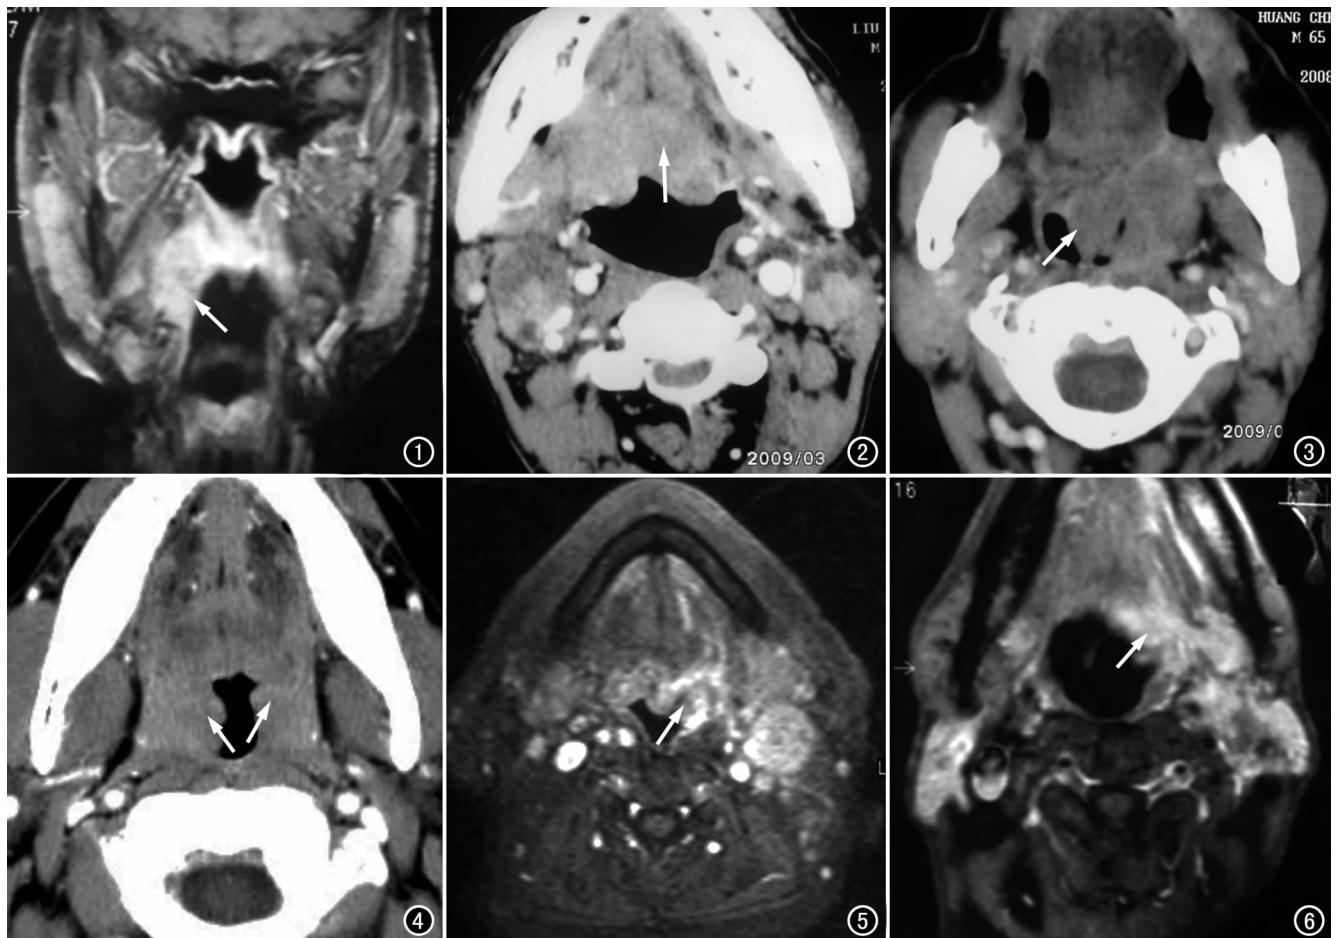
右侧扁桃体鳞癌。MRI 冠状面 T₁WI 脂肪抑制像示右侧扁桃体区软组织肿块,呈不均匀高信号改变(箭),右侧咽旁间隙变窄。图 2 舌根鳞癌。CT 示舌根明显增厚,形成软组织肿块(箭),双侧颈部淋巴结转移,肿大淋巴结呈典型不规则环形强化伴中央低密度区。图 3 左侧口咽侧壁及软腭区低分化鳞癌。CT 示病变累及范围广,并突向口咽腔,口咽腔变形,增强后肿块呈不均匀强化,以边缘强化明显(箭)。图 4 双侧扁桃体区大 B 细胞 NHL。CT 示肿块突向口咽腔,密度均匀,增强后轻度强化,双侧口咽侧壁基本对称(箭)。图 5 左侧舌根及口咽左侧壁 NHL。MRI 横断面 T₁WI 脂肪抑制增强扫描示左侧舌根及口咽左侧壁软组织肿块强化,其信号相对均匀(箭),左侧颈动脉鞘区见肿大淋巴结影,肿大淋巴结信号较均匀。图 6 左侧舌根鳞癌。MRI 横断面 T₁WI 脂肪抑制像示肿块边界不清,形态不规则,向外累及部分口咽侧壁,侵犯咽旁间隙,向前侵犯左侧舌下间隙(箭)。
